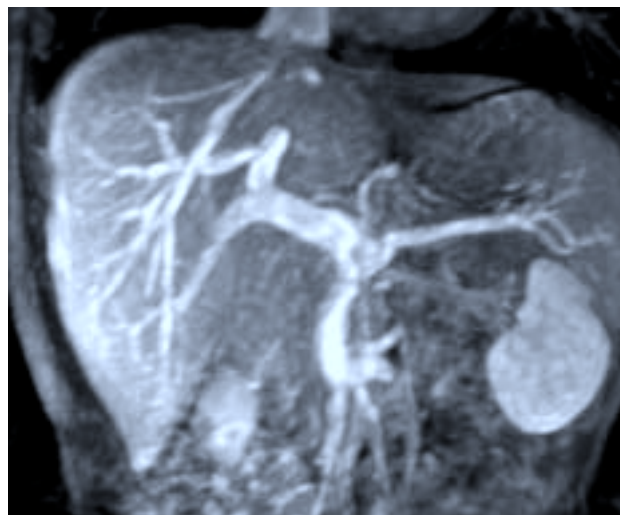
Angiografía mediante resonancia magnética nuclear de la vena porta. La rama portal de los segmentos anteriores del lóbulo hepático derecho se origina en la porta izquierda.
